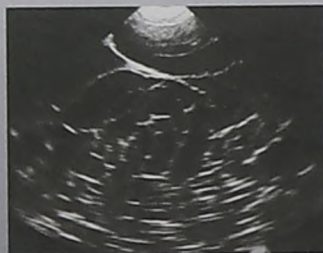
УЗИ-картина GIST
